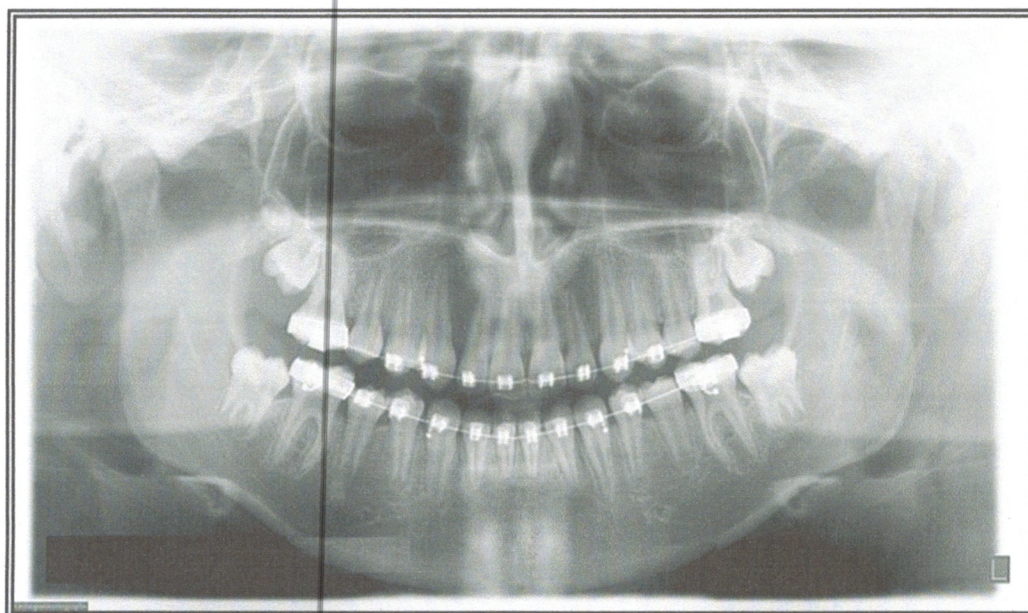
Orthopantomographie
